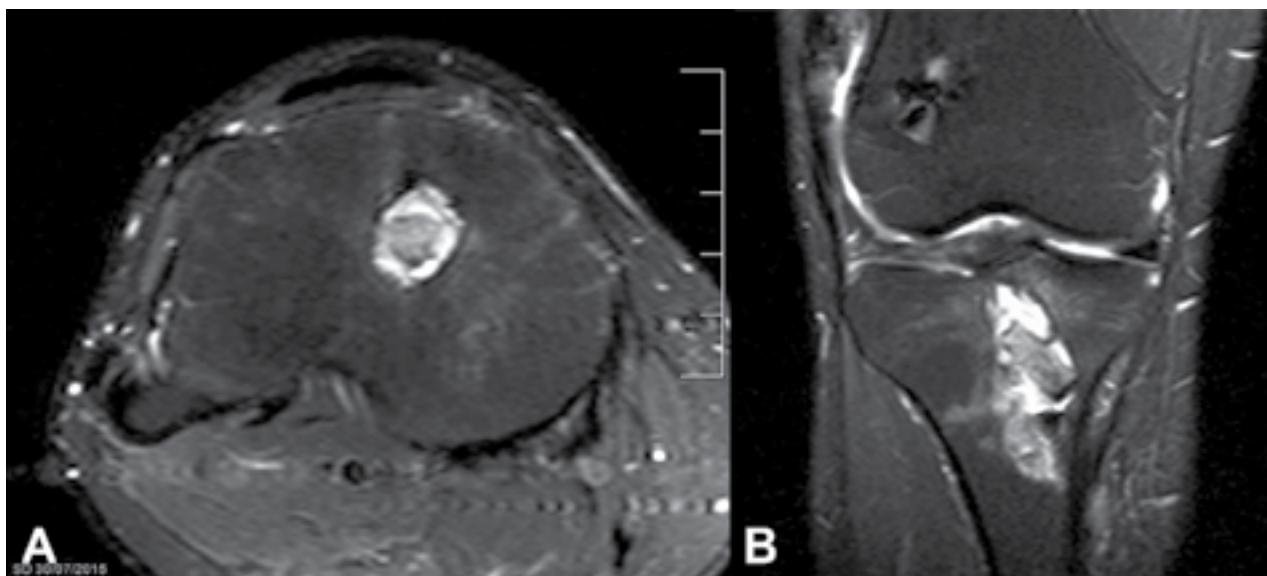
A y B) Imagen de RM. Se observa el taco óseo dentro del quiste luego de la 3ª recidiva.
